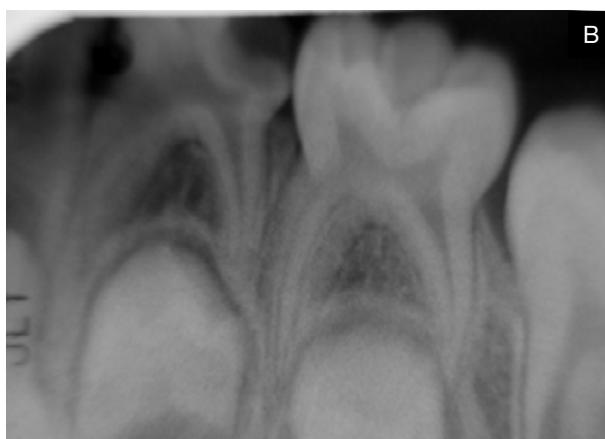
A. Examen intraoral pza. 7.4 con dolor espontáneo, inflamación del tejido circundante, movilidad grado 2. B. Radiografía Inicial pza. 7.4: Imagen radiolúcida ocluso distal compatible a caries dental en evidente compromiso pulpar (Grupo GPM)
